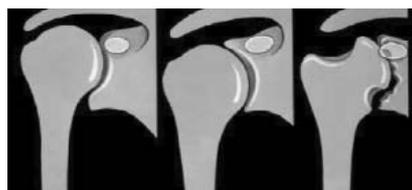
Рентгенологическая классификация поражения ПС при РА С. Levigne и Р. Franceschi. Объяснение в тексте
